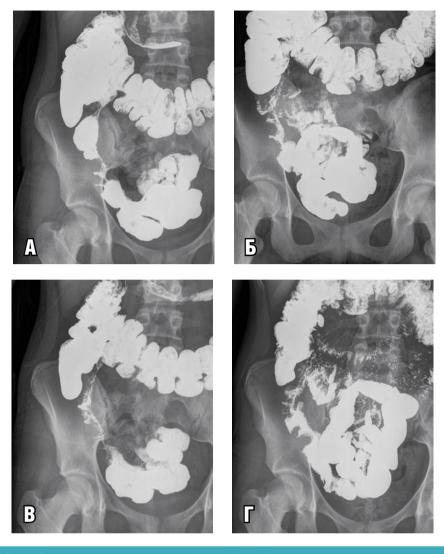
Рентгенограммы кишечника (пассаж бария)
